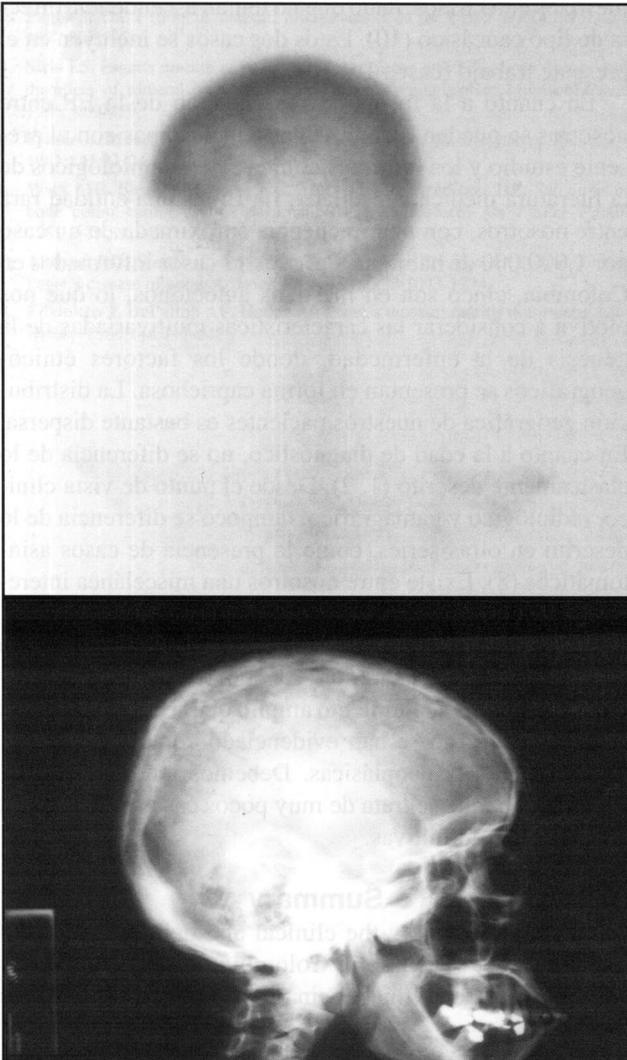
Caso 4. Radiografía. Aspecto de "copos de algodón" en el cráneo.
